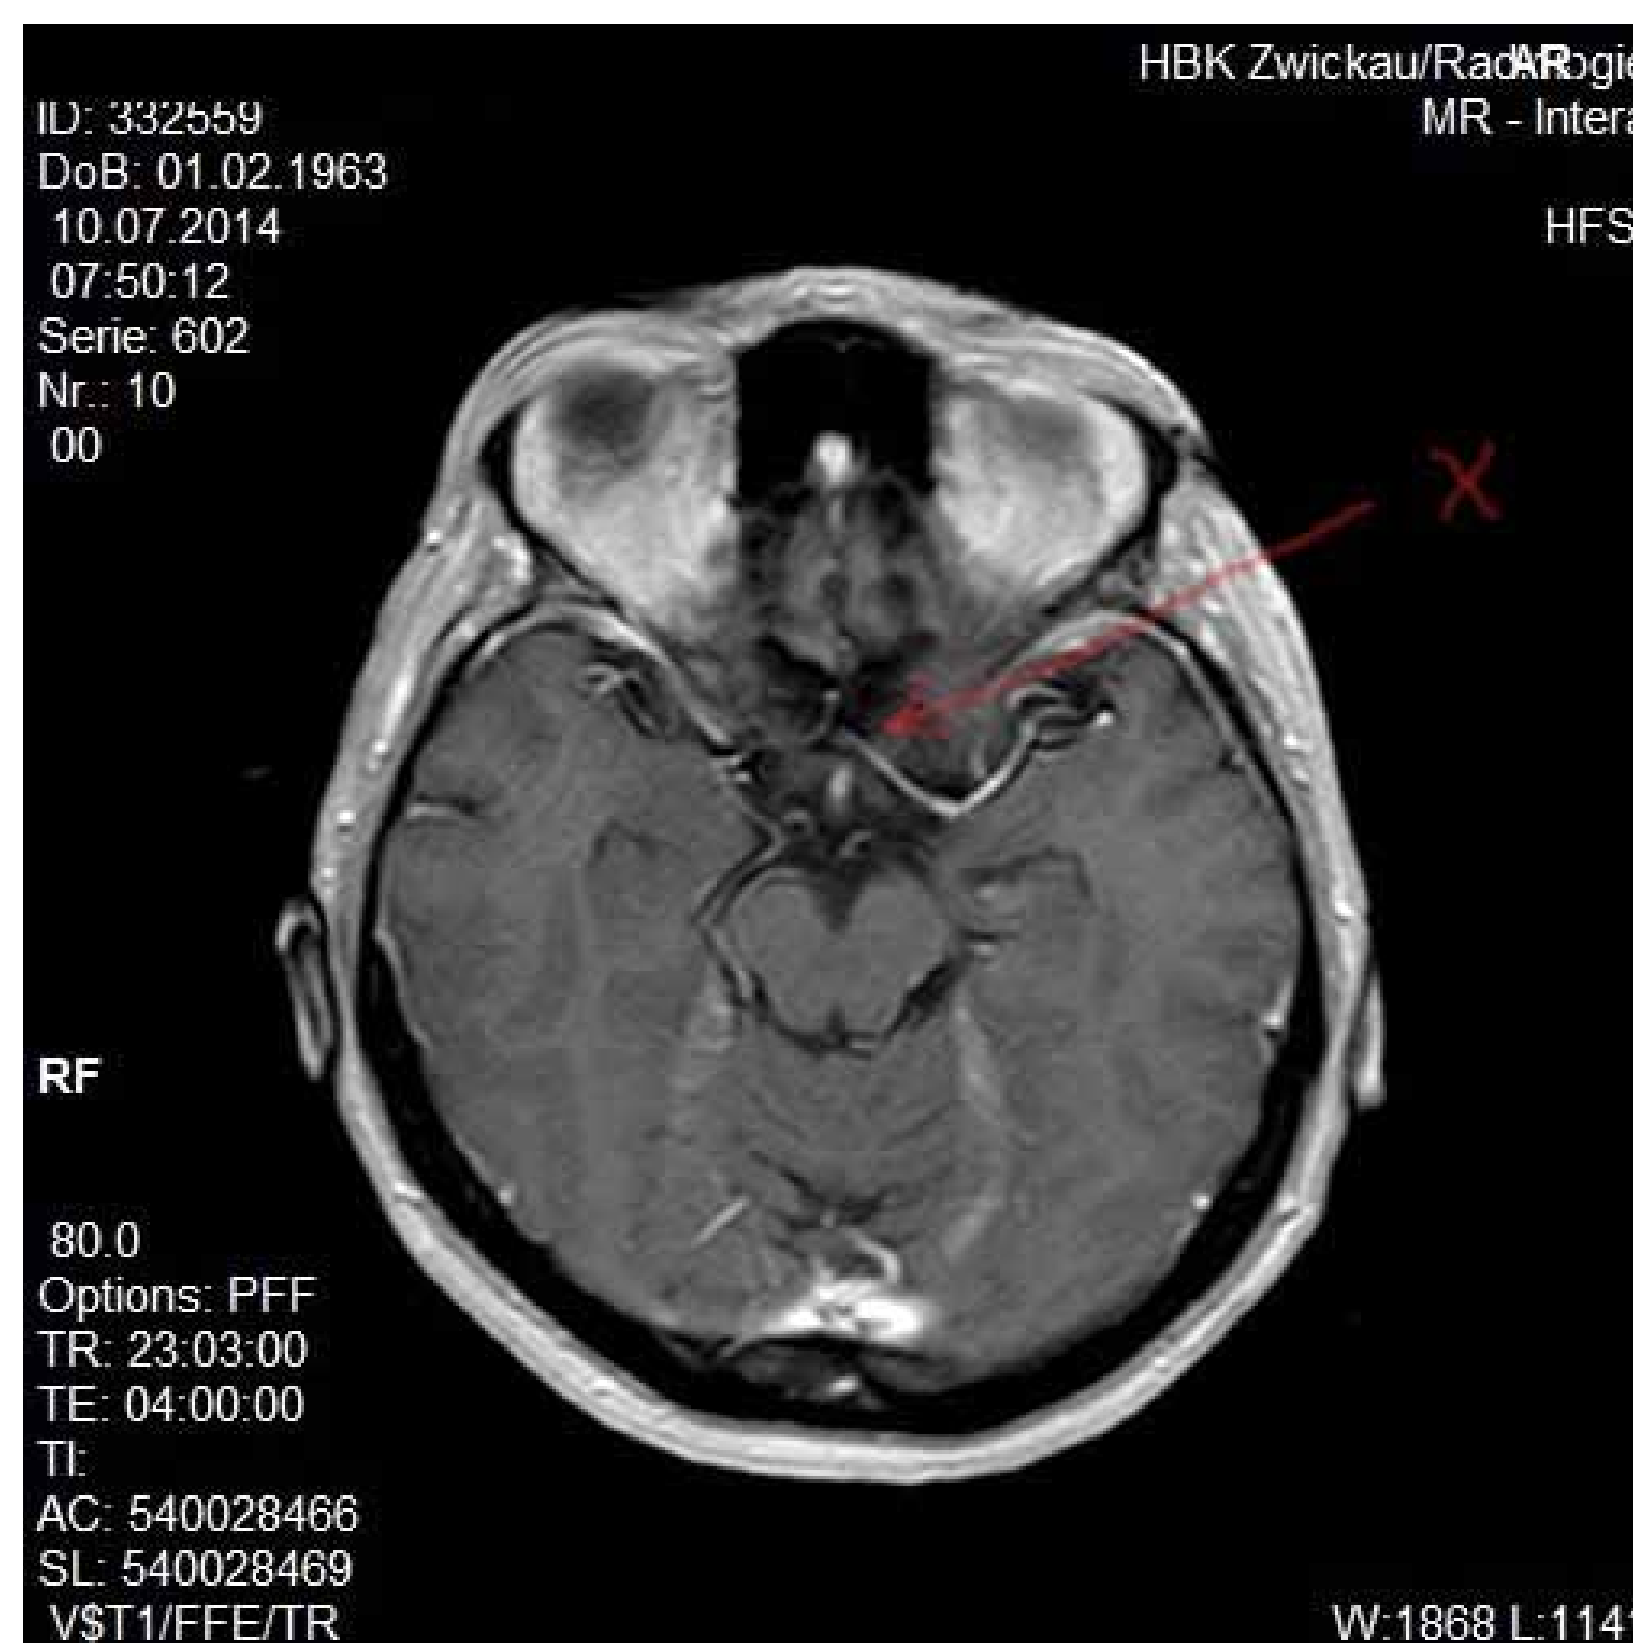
MRT-Schnittbild horizontal vom 10.07.2014: Metastase Sinus cavernosus
